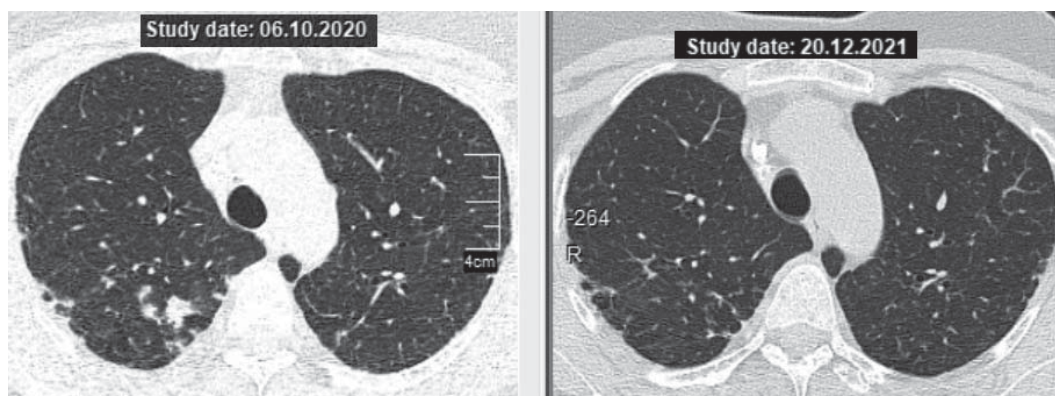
КТ ОГП пацієнтки Т. на рівні дуги аорти до проведення комбінованої терапії МТХ та ГХ (ліворуч) та через 12 міс після її завершення (праворуч): зникнення вузлів та консолідації у другому сегменті, ознак активації процесу немає
